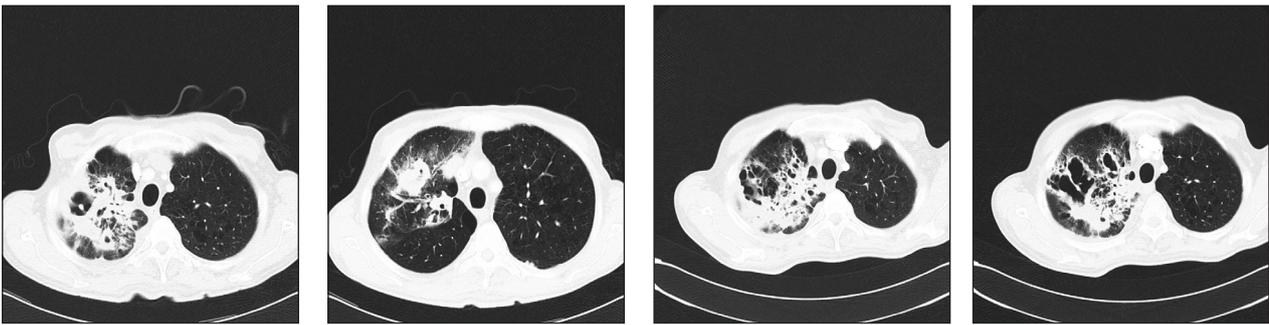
TDM thoracique : épaisseurs des coupes : 5 mm (30/07/2014)
